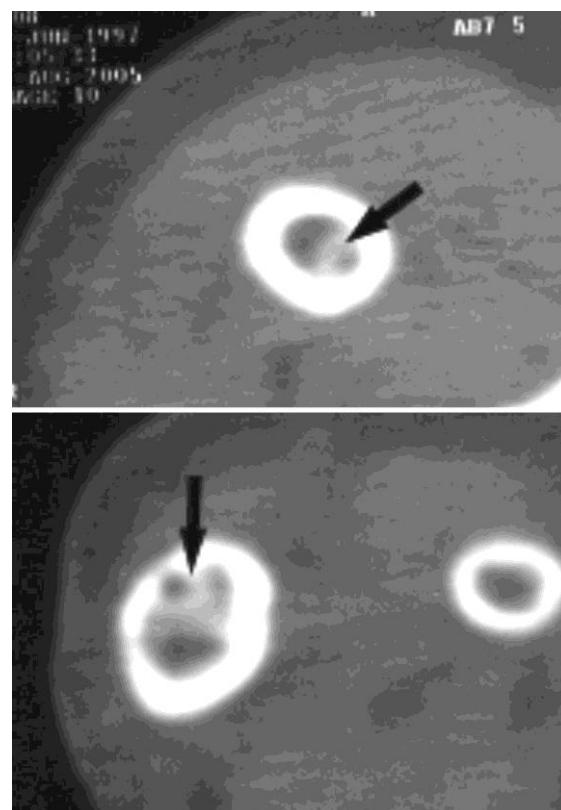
Фрагменты компьютерных томограмм локтевой кости после удаления интрамедуллярных спиц. Видны костные «футляры», образованные вокруг спиц (указаны стрелками)
